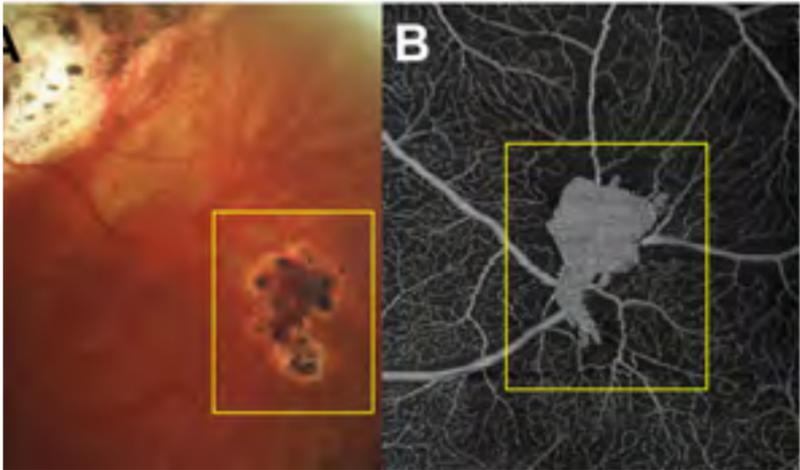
Rezidiv eines retinalen Hämangioms nach bereits erfolgter Laserung. (A) Fotoaufnahme. Der Tumor stellt sich als rötliches Gefäßknäuel innerhalb eines durch bereits erfolgte Laser-Therapie verursachten Narbenareals dar. (B) Darstellung des Tumors mittels Optischer Kohärenztomografie Angiografie (OCTA). Die Narbenareale werden in der Aufnahme nicht dargestellt, da mittels OCTA lediglich Gefäße abgebildet werden. Auf diese Weise ist die Gesamtgröße des Tumors deutlich einfacher zu erkennen.
